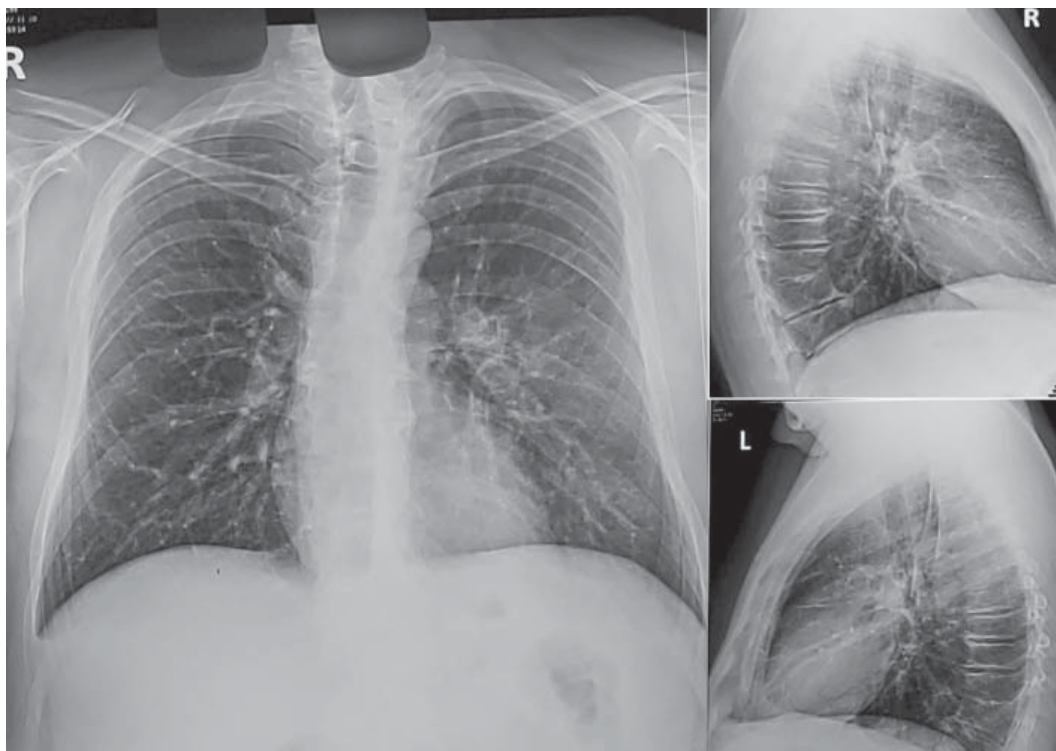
Рентгенографія ОГП пацієнта Д. від 10.11.2022
